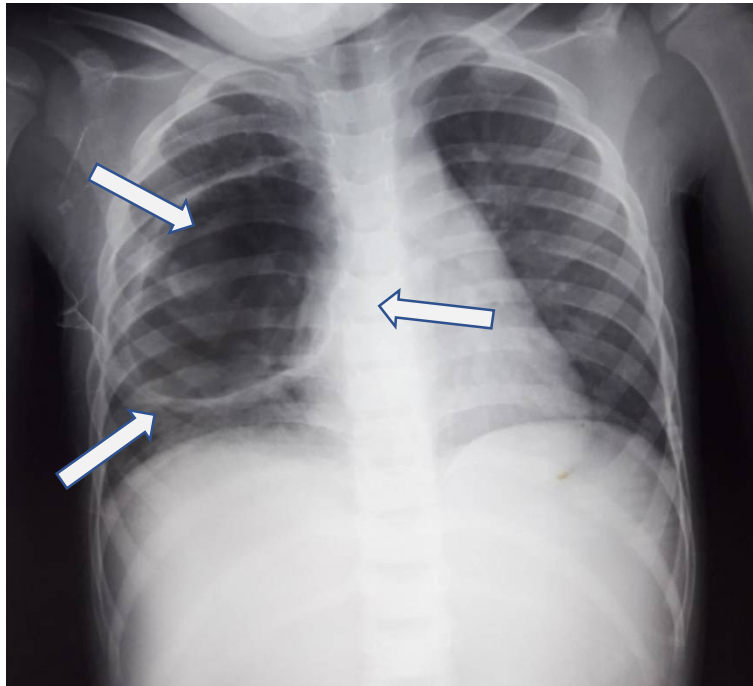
Radiographie thoracique de face objectivant une image cavitaire à paroi épaisse prenant le lobe moyen et inférieur droit en rapport avec un Kyste hydatique pulmonaire.
